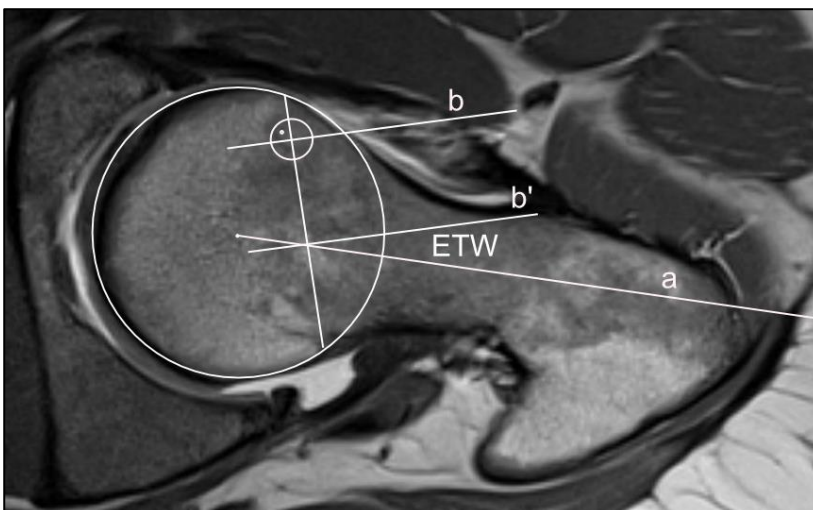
Epiphysialer Torsionswinkel; Ausschnitt MRT-Aufnahme – axiale Schnittführung
